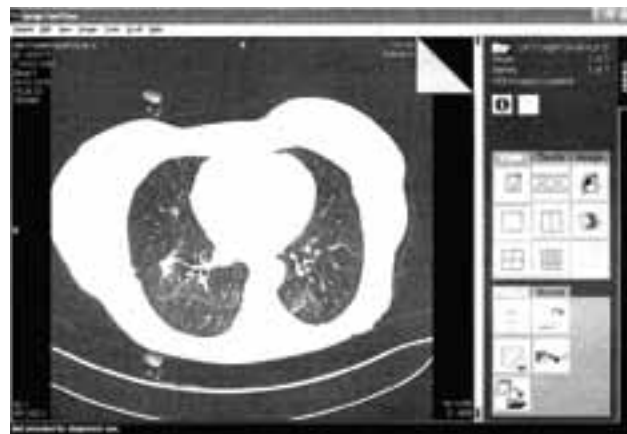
МСКТ органов грудной клетки пациентки О. от 24.02.2010 г.
